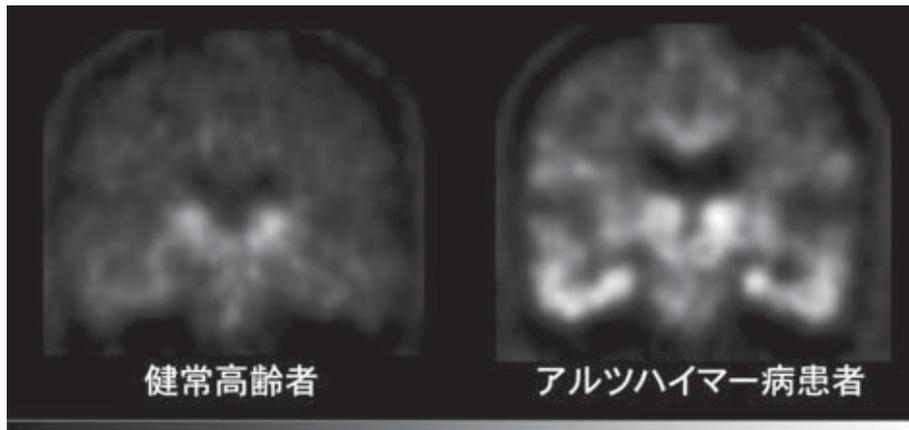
図  $[^{18}\text{F}]\text{THK-5351}$  を用いたタウ PET 画像 (左: 健常高齢者, 右: アルツハイマー病患者)
